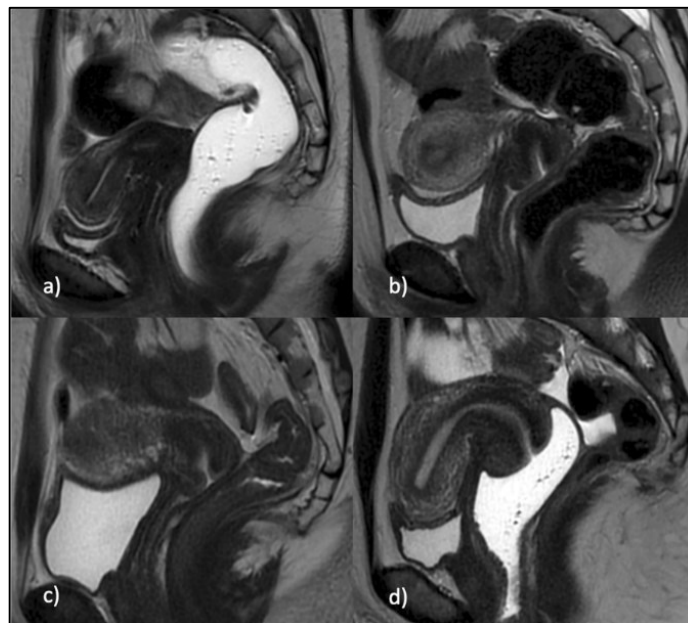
Diferentes preparos pélvicos para o exame de RM. As quatro figuras são imagens em T2WI sagital. a) RM pélvica com utilização do gel intrarretal, que resulta em uma distensão do reto, auxiliando a visualização das camadas da parede retais; b) RM pélvica sem nenhum preparo, apenas com o reto distendido com fezes; c) RM pélvica com preparo intestinal, paciente com reto vazio e sem o gel; d) RM pélvica com utilização do gel vaginal, que atua auxiliando na visualização das paredes distendidas da vagina. WI = imagem ponderada (Adaptado de Thomassin-Naggara et al., 2024).
